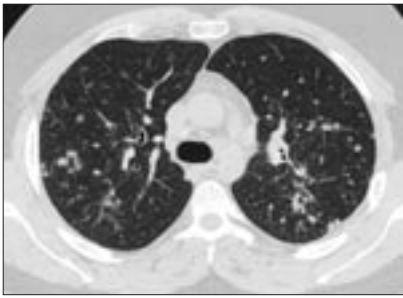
МСКТ, легочное окно. Саркоидоз легких. Очаговые изменения.
